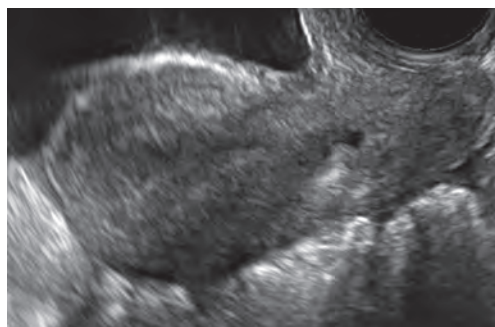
3 Трансректальное УЗИ. Матка в продольной проекции в том же положении, как если бы датчик находился во влагалище. Исследование проведено трансректально у девственницы.
